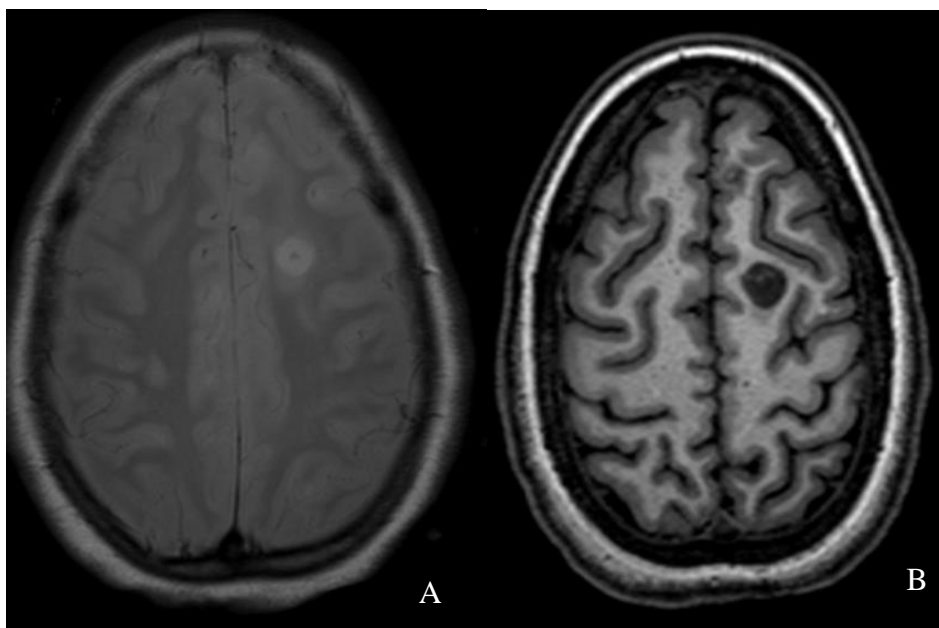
RM CE à data de transferência, apresentando a lesão principal A) em T1; B) em T2
